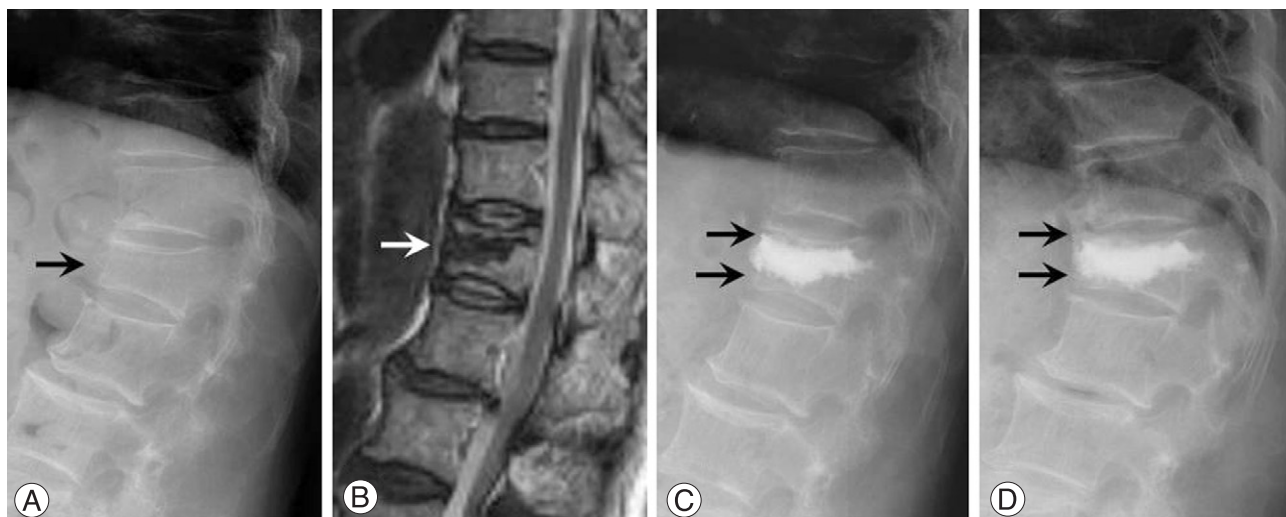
81 years-old female with D12 vertebral compression fracture (case 6). (A) Initial plain roentgenogram. The initial height loss was 34.5% and initial T-score was -4. Initial kyphotic angle was 31° (black arrow). (B) The T2-weighted MRI image showed the intervertebral cleft (white arrow). (C) The balloon kyphoplasty was done and the fracture was reduced into 13.8% of body compression and 26° of kyphotic angle. The normal portions of vertebral body were seen at superior and inferior aspect of the cement (black arrows) after surgery. (D) The plain roentgenogram showed resorption of the remained vertebral body at 14 months after the surgery (black arrows). The inferior portion of vertebral body was resolved mainly. Body compression rate was increased into 31% and the kyphotic angle was resulted to 33°. The initial, postoperative, and last VAS score were 9, 2 and 2, retrospectively.
